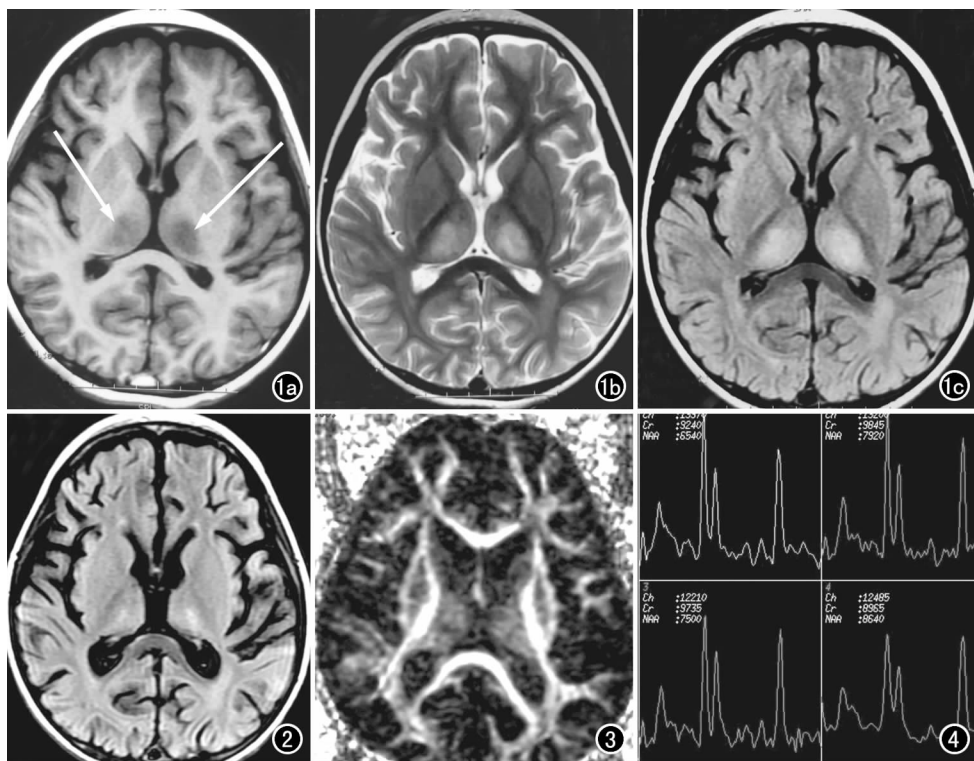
患儿入院时 MR。a) 轴面 T₁ WI 示双侧丘脑对称性低信号(箭); b) 轴面 T₂ WI 示双侧丘脑对称性高信号; c) 轴面 FLAIR 序列双侧丘脑呈对称性高信号。图 2 治疗 2 个月第二次复查 MR,轴面 FLAIR 序列双侧丘脑见少许稍高信号。图 3 DTI 序列 FA 图,示白质纤维束显示稍稀疏,未见明显损害。图 4 丘脑¹H MRS。
